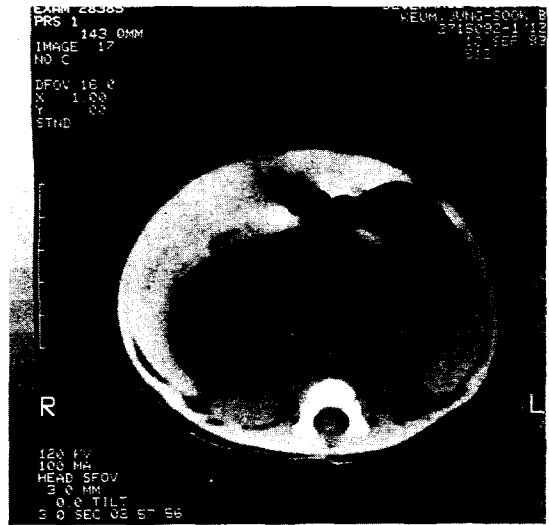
Abdominal CT showing cystic mass adjacent to liver without evidence of calcification or septation.
